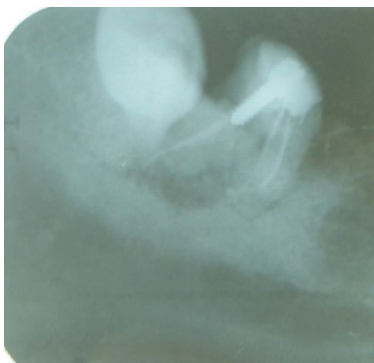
Дентальная рентгенограмма 4.7.
